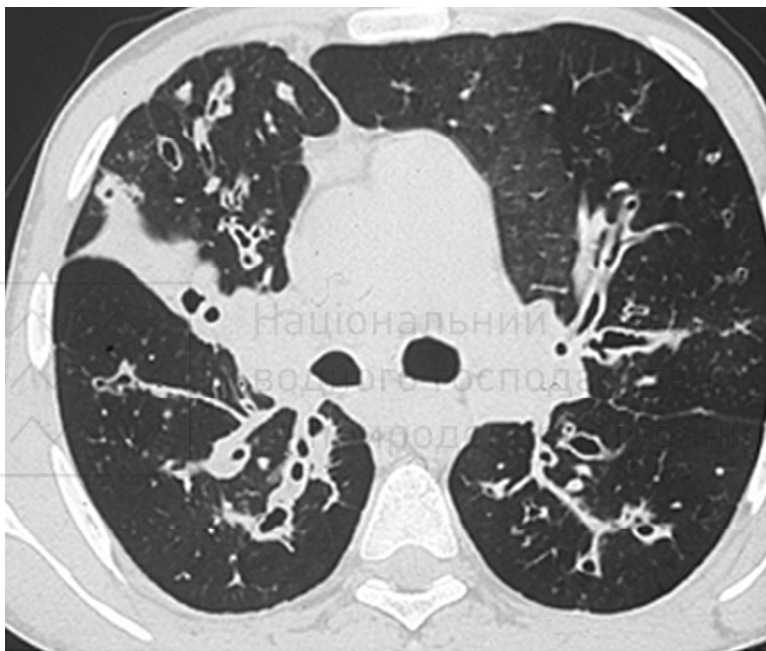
Томографія бронхоектазів
